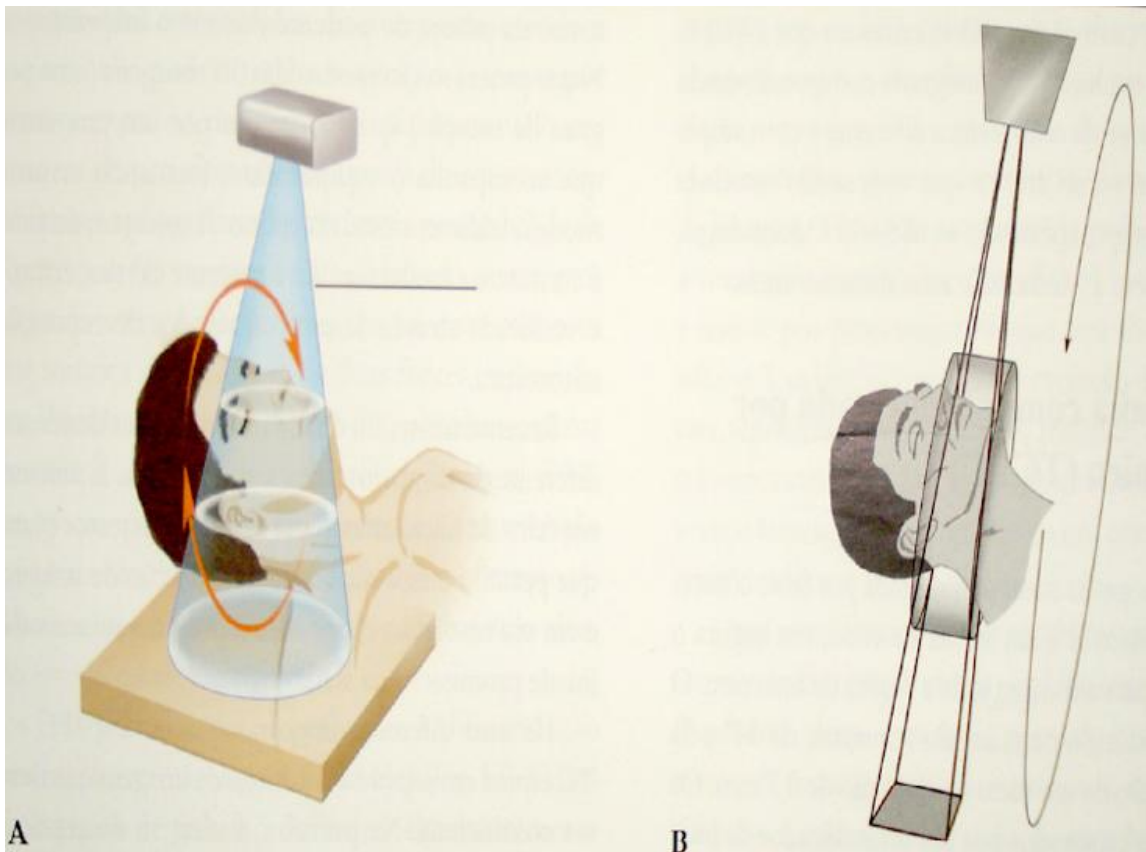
Princípio de aquisição (conformação do feixe de aquisição) nos sistemas tomográficos de feixe cônico, baseado no feixe em forma de cone (cone beam). (A) Conformação do Feixe; (B) Movimento da ampola.
